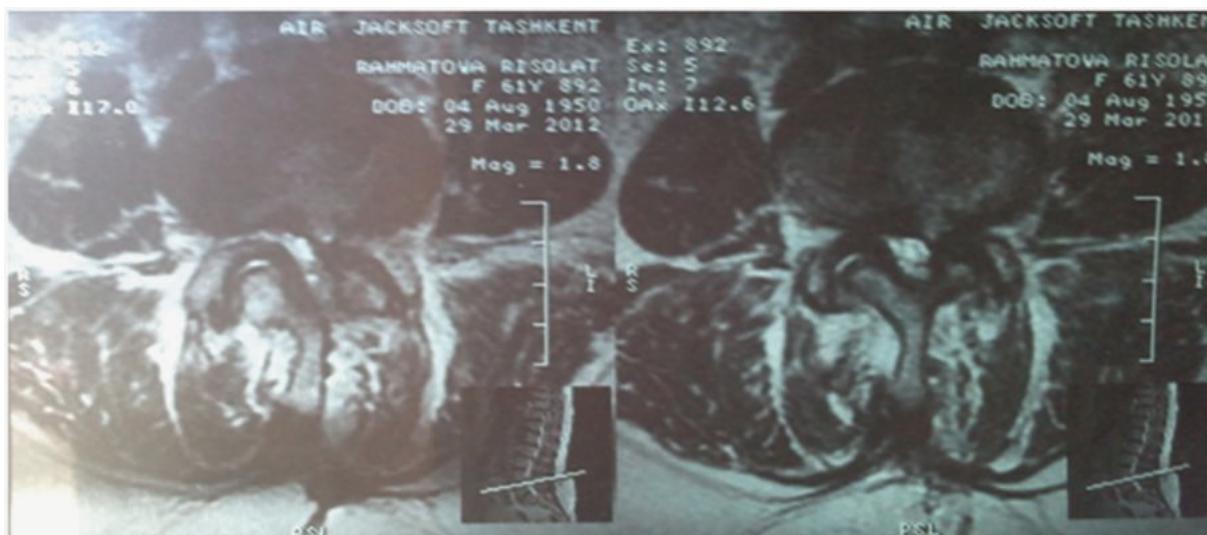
МРТ 6-й Р. Рецидив грыжи диска и эпидуральный фиброз через 1,5 года после операции.
